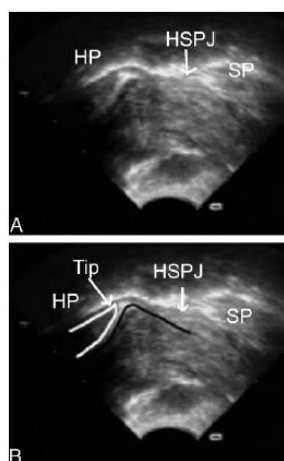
A: ecografia da cavidade oral do bebé antes de realizar frenotomia. A língua apresenta-se elevada e em contacto com o palato. O palato duro (HP), palato mole (SP) e a junção entre ambos (HSPJ) estão identificados. B: compressão da base do mamilo (delineado a branco). A compressão do mamilo é causada pelo movimento ascendente da porção distal da língua (delineado a preto). Adaptado de *“Frenulotomy for Breastfeeding Infants With Ankyloglossia: Effect on Milk Removal and Sucking Mechanism as Imaged by Ultrasound.”* por Geddes, D. T., et al., Pediatrics, vol. 122, no. 1, 2008.
